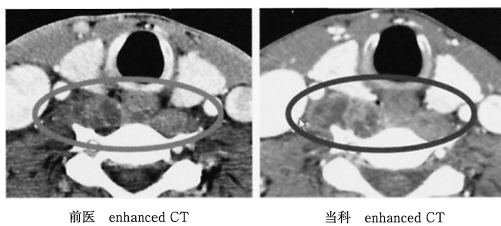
Axial enhanced CT scan showing the exacerbation of abscess in the perivertebral space.
